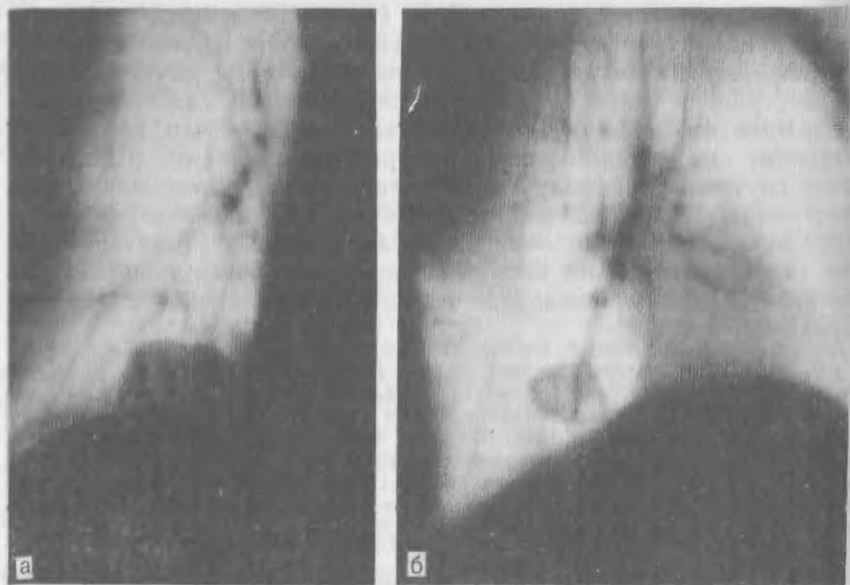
Передняя (а) и боковая (б) томограммы правого легкого с внутридолевой секвестрацией. Видна неправильной формы тень с просветлением над диафрагмой.
